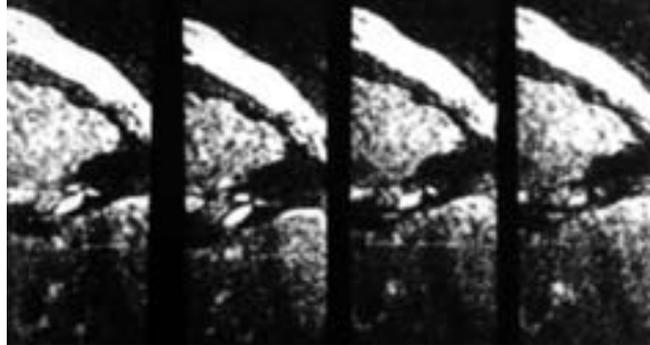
TC: si apprezza l'agenesia totale bilaterale dei canali semicirculari laterali
